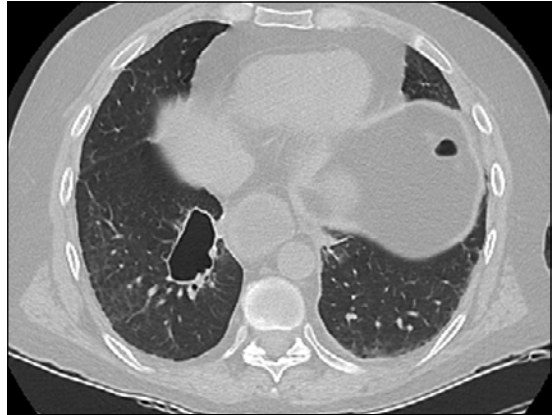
Tomografía computarizada de tórax de control, 2 meses después: primera lesión cavitada de menor tamaño (48x27 mm), de paredes finas y solo contenido aéreo, y no se visualiza otra cavitación.
